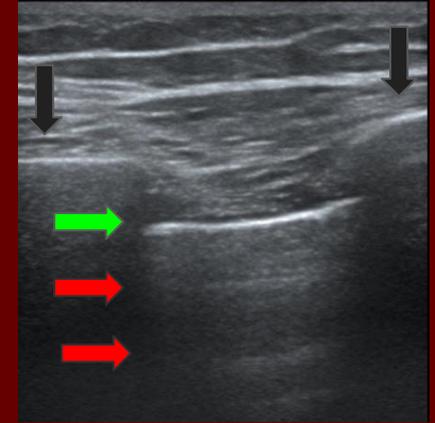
Ecografía pulmonar normal. Costillas (flechas negras). Pleura (flecha verde). Líneas A (flechas rojas).
